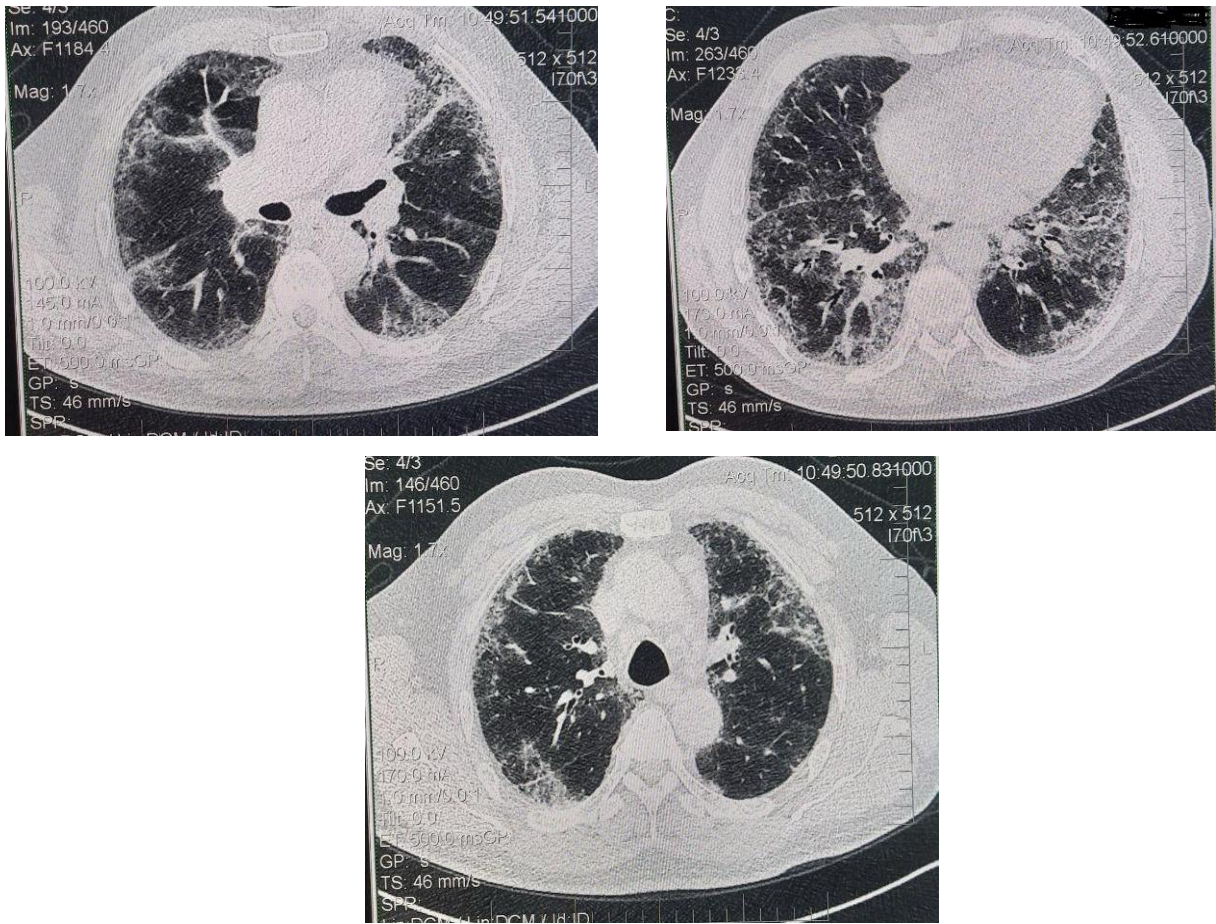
КТ. Пневмония, ассоциированная с НКИ у больного ХЛЛ. В кортикальных отделах обеих легких множественные участки уплотнения по типу «матового стекла»
